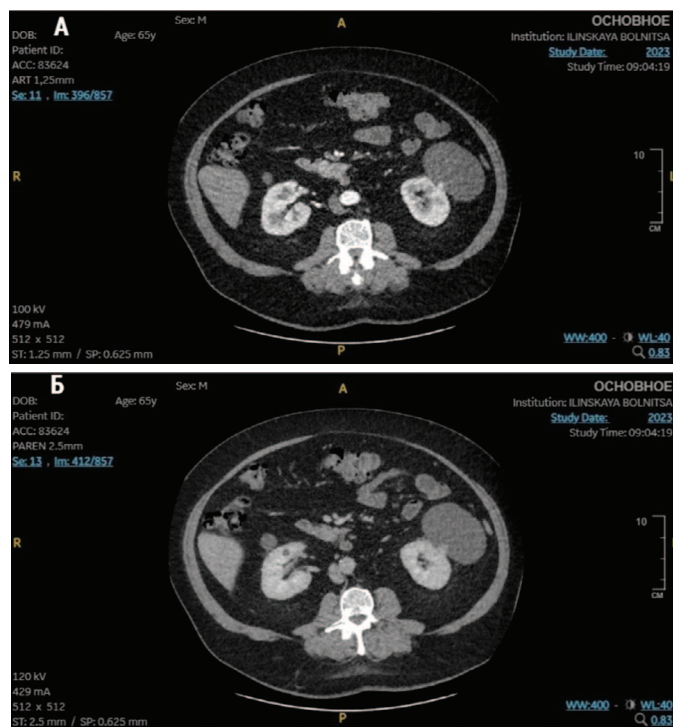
Пациент X. КТ забрюшинного пространства: А – артериальная фаза; Б – секреторная фаза
